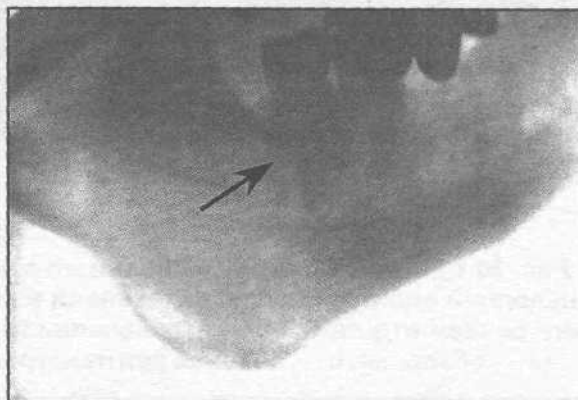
Рентгенограммы верхней челюсти больных со сложными одонтомами (а, б, в).
